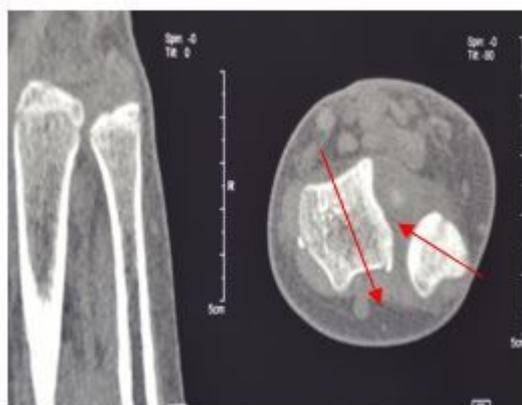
Компьютерная томография ДЛЛС. Вывих головки локтевой кости (ротационное смещение)
